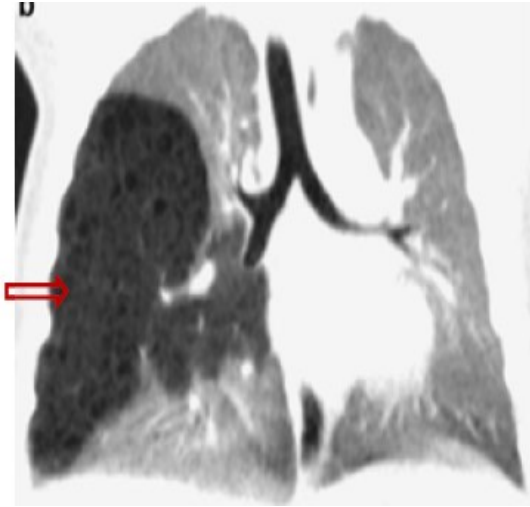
TDM thoracique montrant une MAKP du lobe supérieur et moyen droit. [21]
